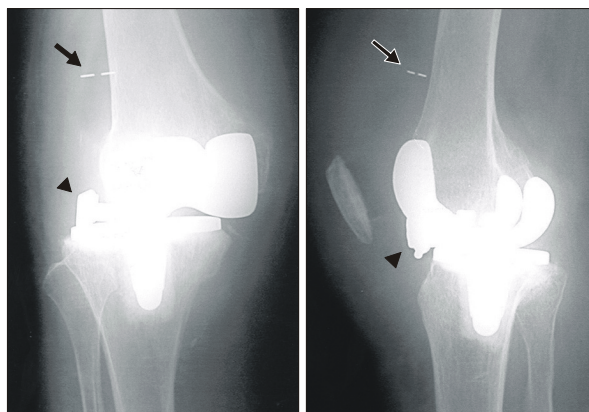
Anteroposterior and lateral radiographs demonstrated completely dislocated polyethylene liner (arrow) and guide arm (arrow-head).
